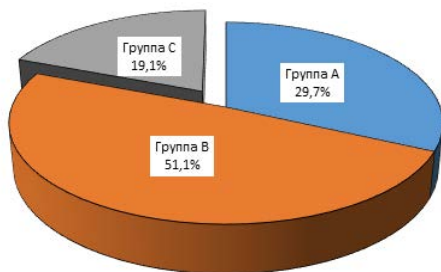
Характер проксимальных разрывов ПКС по классификации Ateschrang - данные МРТ
